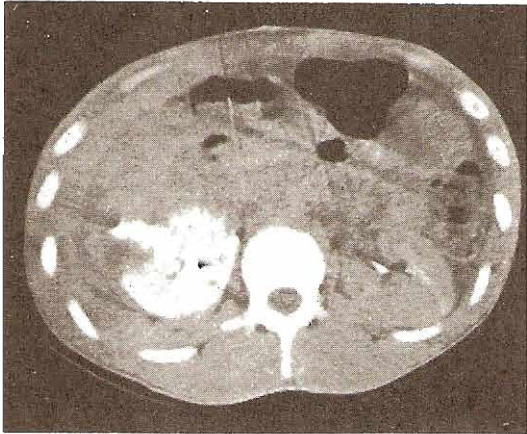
Tomografía computarizada del riñón derecho después de una herida penetrante con cuchillo. Se observa laceración con extravasación urinaria. Muestra un gran hematoma retroperitoneal derecho.
